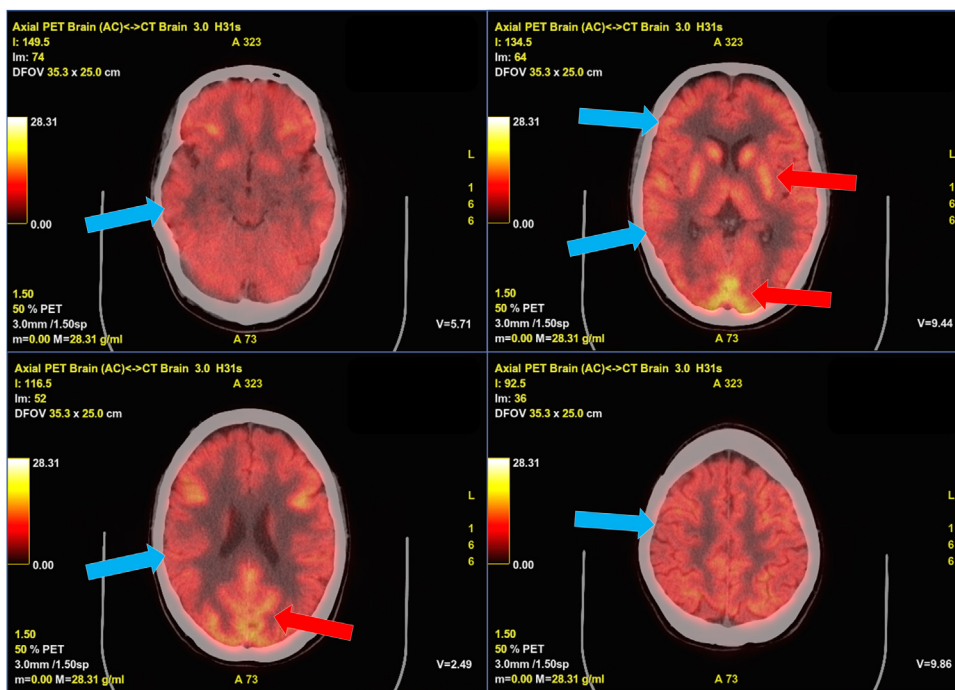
F¹⁸-FDG PET-TC cerebral con presencia de hipometabolismo cortical generalizado. Tomografía por emisión de positrones con F¹⁸-fluorodesoxiglucosa fusionado con TC cerebral. Se aprecia un hipometabolismo generalizado difuso en la corteza cerebral (flechas azules), con mayor captación de trazador en los ganglios de la base que en la corteza, así como algunos focos corticales occipitales con captación normal del trazador (flechas rojas).
